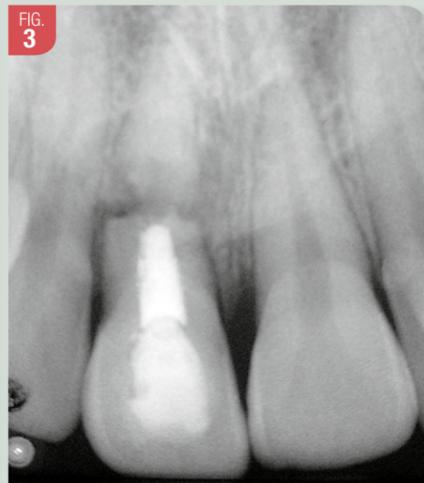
Image radiographique 1 an après le début du traitement endodontique
